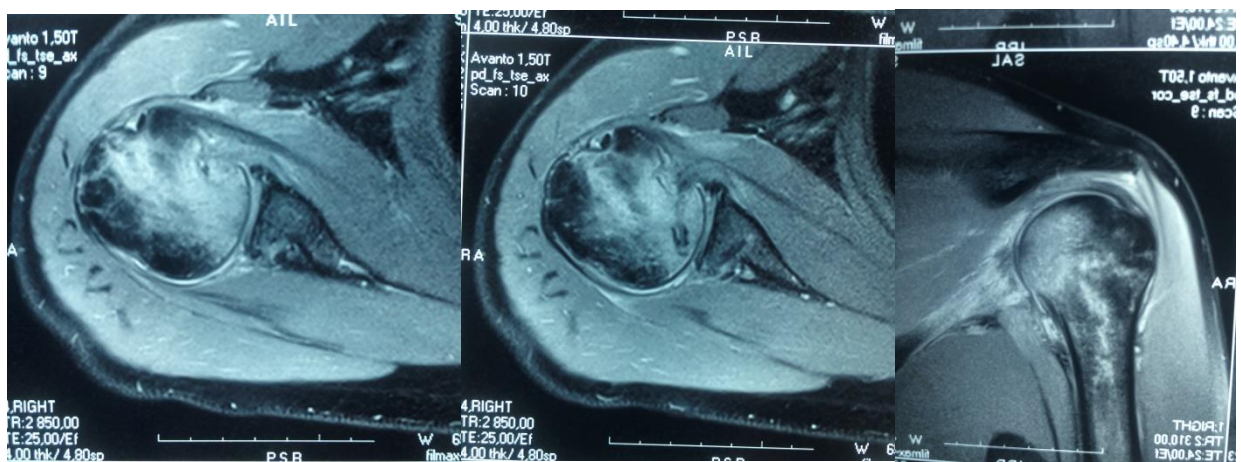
МРТ хворого, пошкодження задньої суглобової губи.
